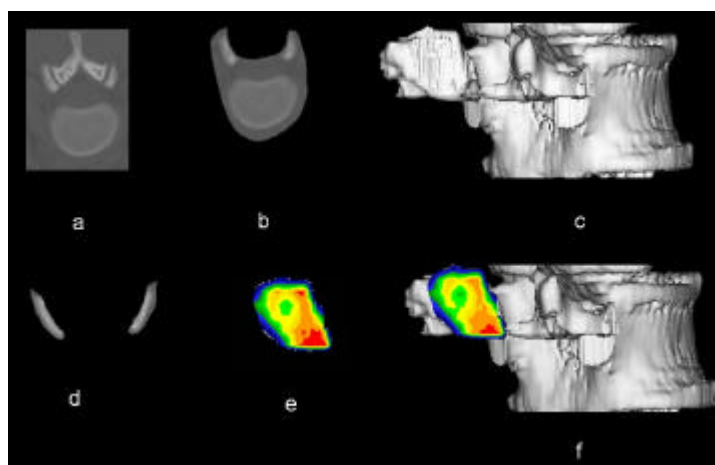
a) koronarer CT-Schnitt der Wirbelsäule, b) Trennung der superioren von den inferioren Gelenkflächen, c) dreidimensionale Rekonstruktion des Knochenbildes aus den editierten Einzelschnitten (Ansicht von rechts lateral), d) Isolierung der subchondralen Knochenlamelle, e) dreidimensionale Rekonstruktion der subchondralen Knochenplatte und Belegung mit Falschfarben, f) Übereinanderprojektion zum Densitogramm
